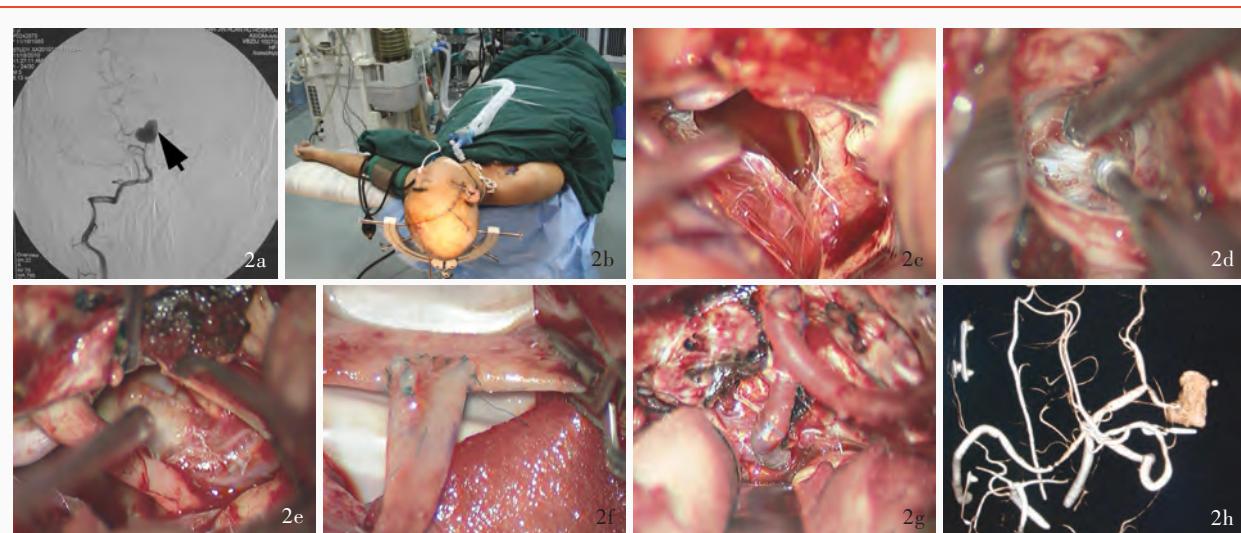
患者男性,23岁。主因再次蛛网膜下隙出血发病,入院时Hunt-Hess分级Ⅲ级。2a术前脑血管造影检查显示基底动脉巨大型动脉瘤($21\text{ mm} \times 16\text{ mm} \times 20\text{ mm}$),双侧大脑后动脉P1段及小脑上动脉由动脉瘤瘤体发出(箭头所示)。2b经Hacuba入路施行后循环高流量血管搭桥术(颈外动脉-桡动脉-大脑后动脉P2段)。2c剪开小脑幕显露动眼神经和滑车神经,发现动脉瘤体积巨大,位置低于后床突,瘤体内血栓形成。2d于硬膜外磨除Kawase三角,三叉神经压向下方,显露动脉瘤。2e动脉瘤瘤体内大量血栓形成,瘤颈部明显钙化,难以直接塑形并夹闭。2f显露颈外动脉,将桡动脉一端吻合于颈外动脉。2g桡动脉另一端与大脑后动脉P2段相吻合,基底动脉顶端孤立并切除。2h术后3个月时,CT血管造影显示动脉瘤瘤体内血栓形成,吻合口及搭桥血管形态和结构良好、血流通畅,患者预后良好,生活基本自理,mRS评分为3分(轻残)
